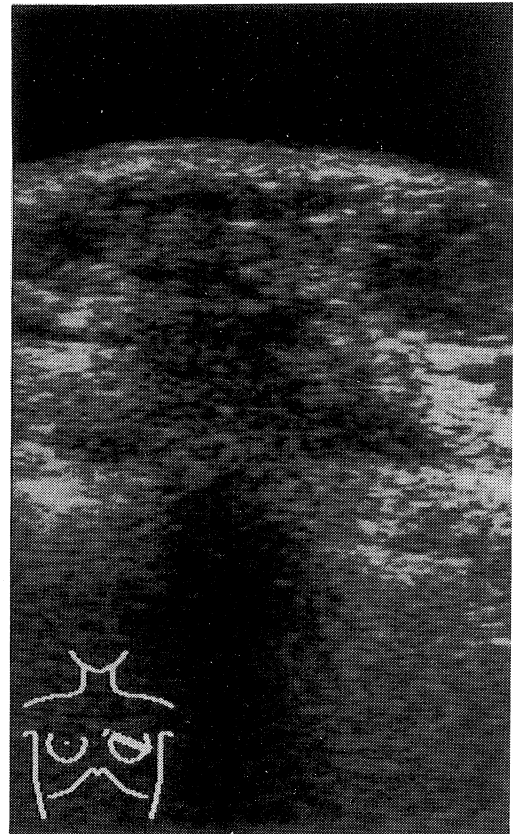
Ultrasonography showed hypoechoic lesions with irregular shape, rough border, irregular thick boundary echoes and posterior echo attenuation.
